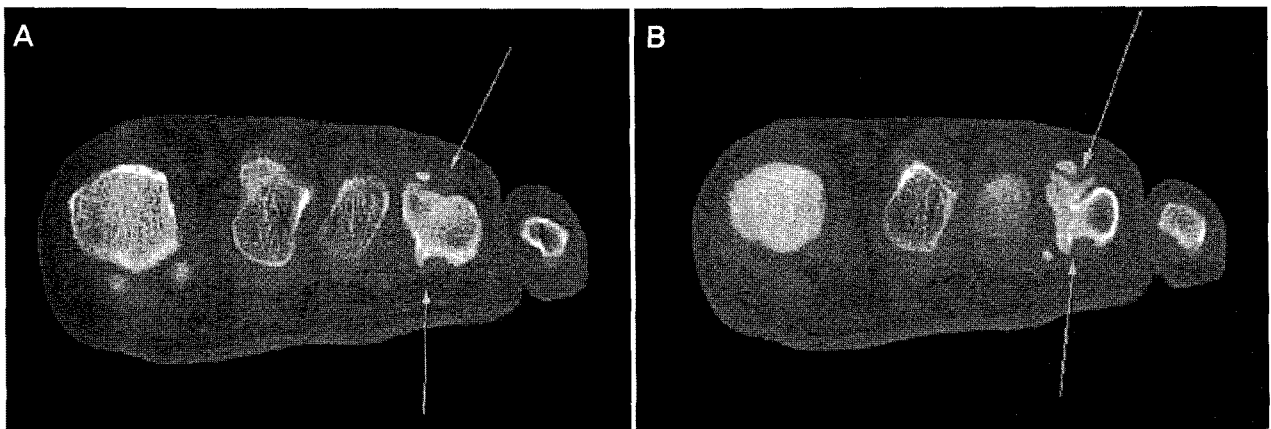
Axial CT shows connection of the medulla and the cortex of the lesion.
